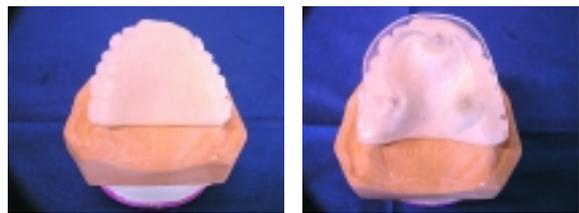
Die Prothetikplanungsschablone wird zur CT-Schablone umgestaltet.
